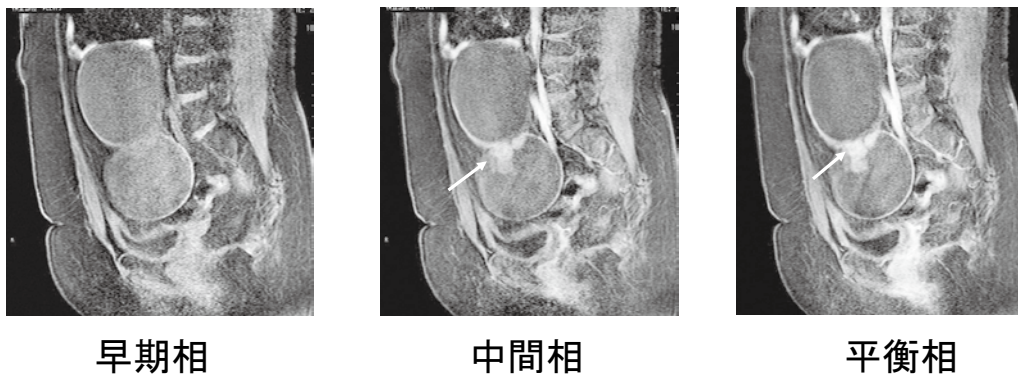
Serous papillary cystic tumor of borderline malignancy 症例のMRI dynamic contrast-enhanced study 画像
